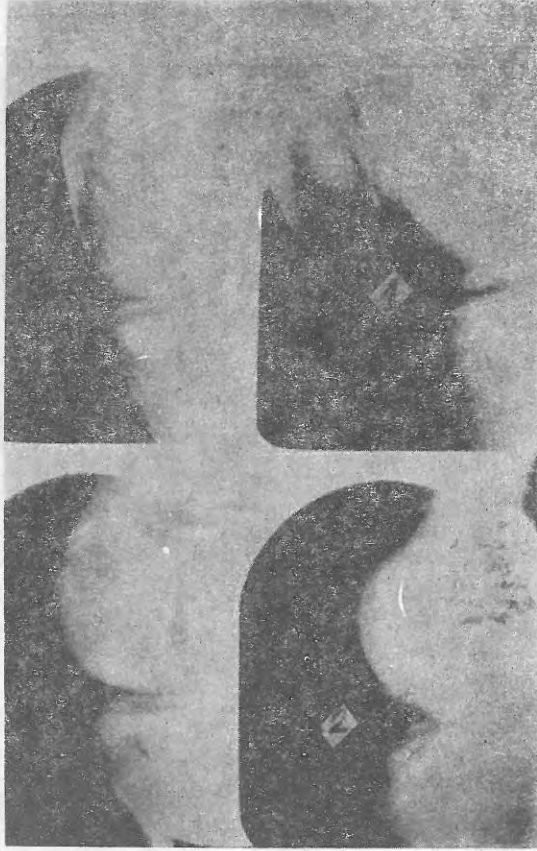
Sağ diz iç menisk artrografisi, 1) Ön boynuz yırtık, 2) Menisk ortasında yırtık, 3) Arka boynuzda yırtık.
